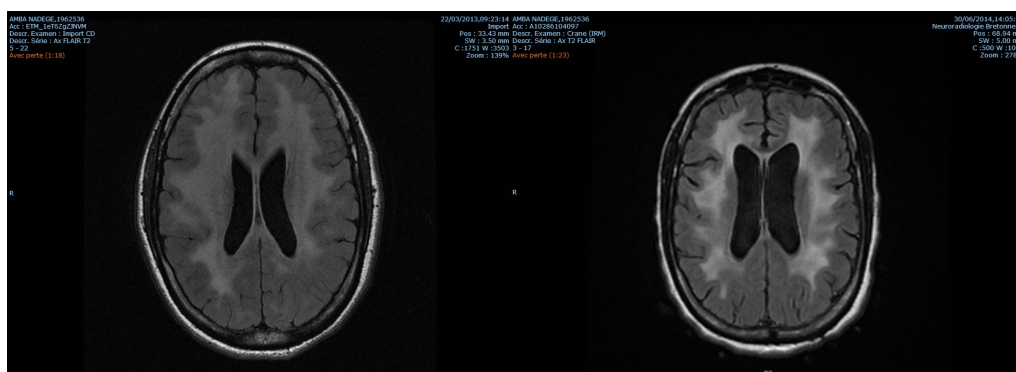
IRM cérébrale axiale T2 FLAIR de Nadège avant traitement (gauche) et après traitement (droite)
